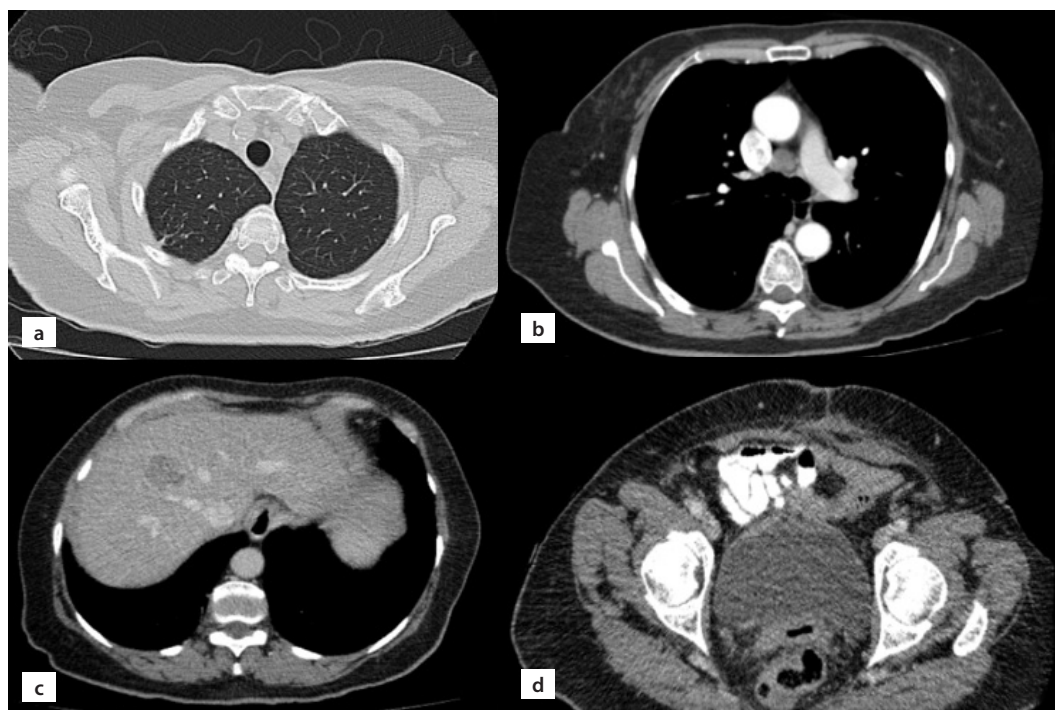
Tomografía de tórax cortes axiales. a. Ventana pulmonar con discretos tractos fibrosos en vértice derecho. b. Ventana mediastinal. Adenopatía significativa hiliar derecha. c. Tomografía de abdomen fase venosa demuestra nódulo hepático en segmento IV, sugestiva hepatocarcinoma. d. Tomografía de pelvis fase venosa: ausencia quirúrgica de útero y cambios posquirúrgicos en pared abdominal
